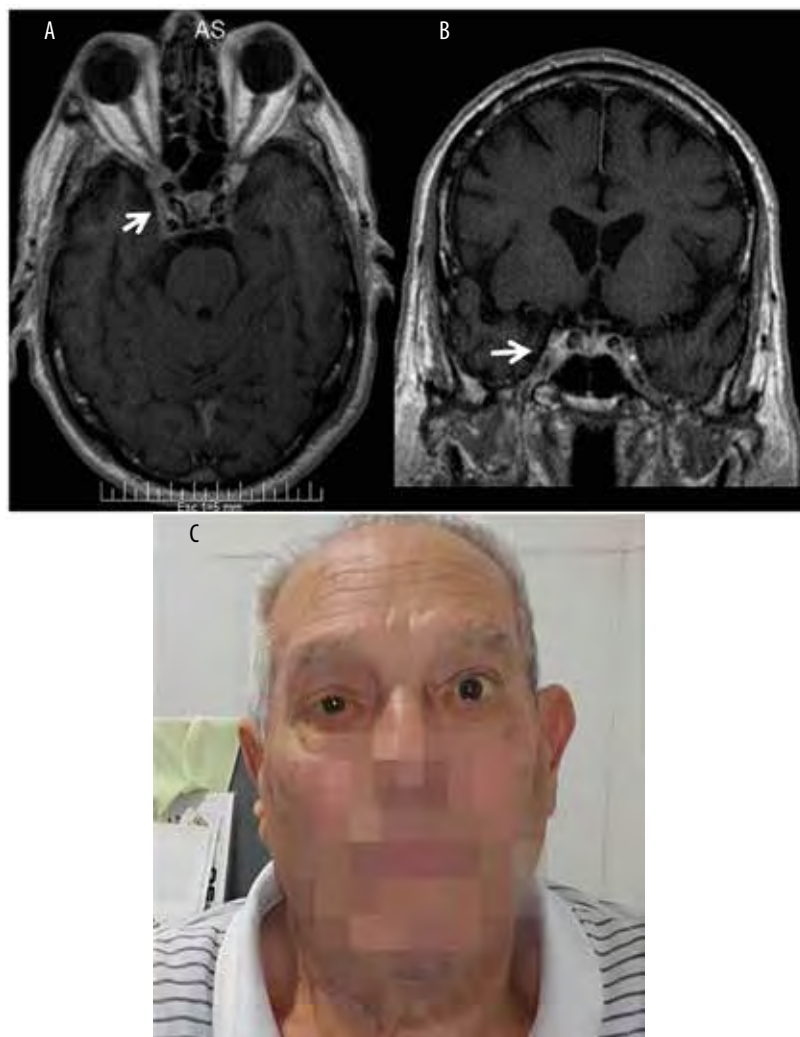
RMN de cerebro control con gadolinio.
